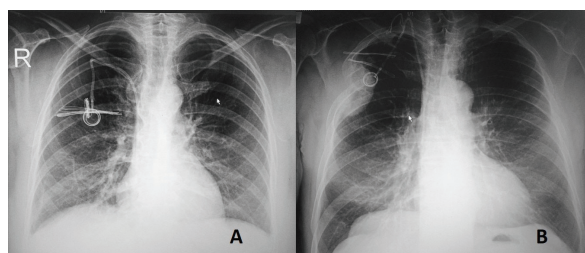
A) TIVAPs applied to the subclavian vein on the postoperative chest x-ray, B) TIVAPs applied to the internal jugular vein on the postoperative chest x-ray
